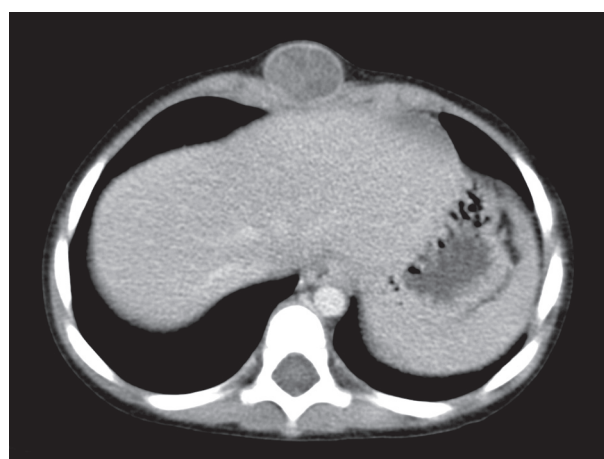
КТ грудной полости с внутривенным контрастным усилением.
